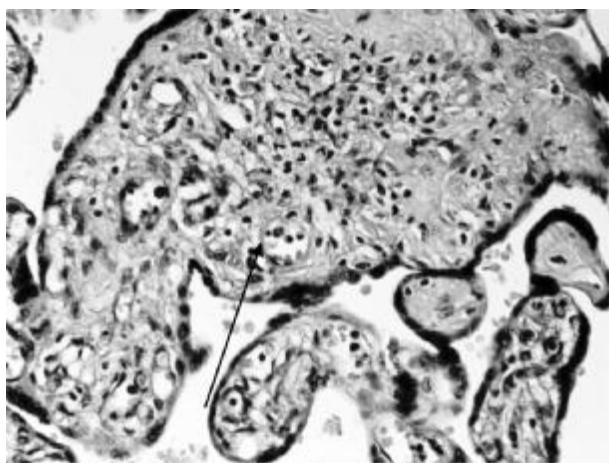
Лимфоцитарный виллузит
